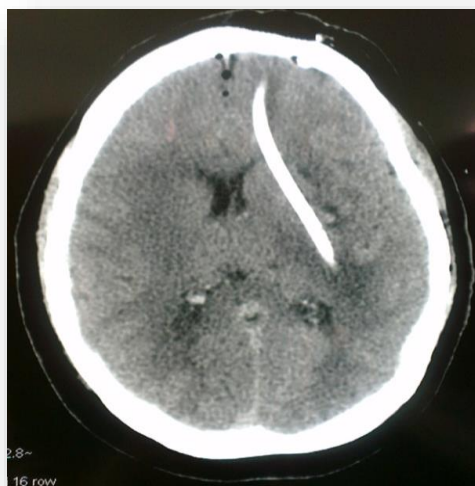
МСКТ головного мозга (натив), аксиальный срез - пациентка Р. После операции. Гематома удалена полностью, определяется стоящий дренаж, наполненный кровью
